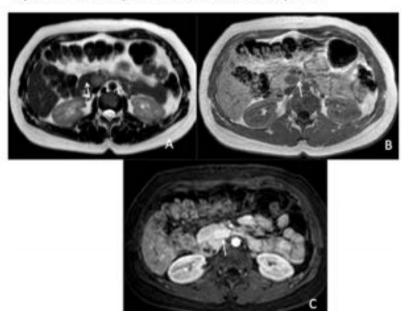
RM PANCREÁTICA. INSULINOMA
